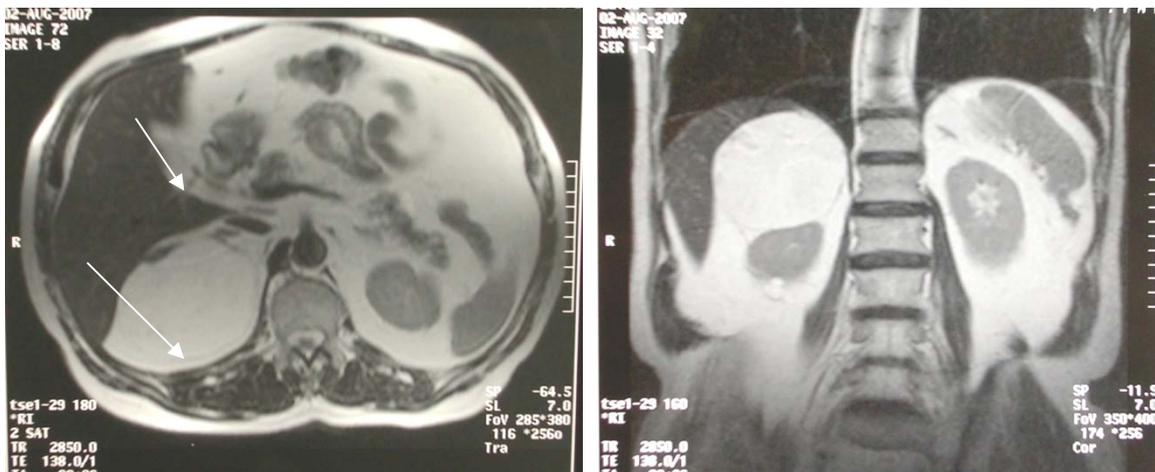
МРТ (T1-взвешенное изображение) правого надпочечника (размер – 8см в диаметре). Гетерогенная опухоль с высокой интенсивностью сигнала соответствующей жировой ткани без признаков инвазивного роста.
